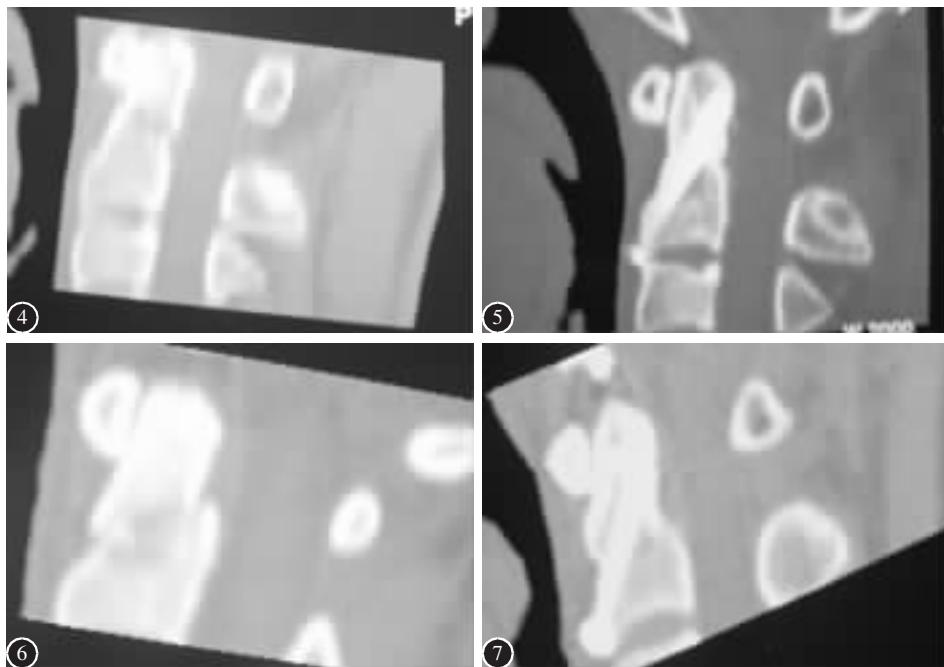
术前 CT 矢状面重建示 Eysel B 型齿状突骨折
